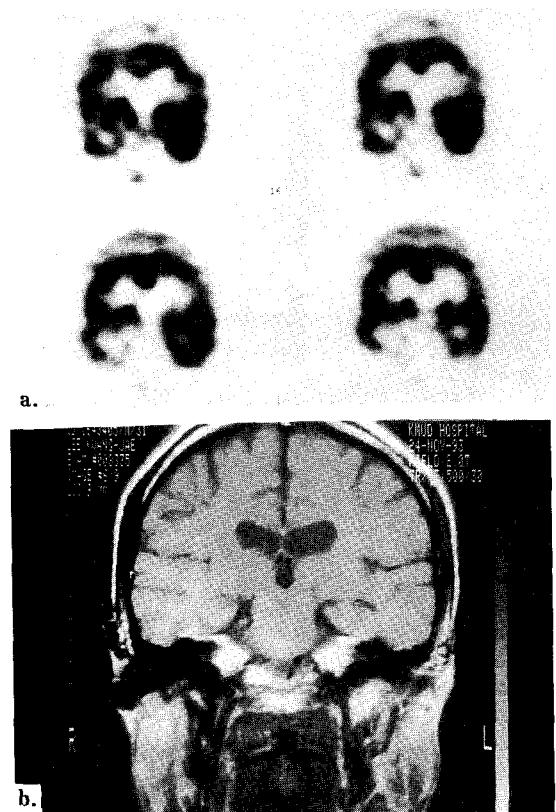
rCBF SPECT(a) and MRI(b) in 19-years-old male showed decreased perfusion to left temporal lobe in interictal rCBF SPECT, but no definite abnormality in T2WI coronal MRI. Surgical outcome after left temporal lobectomy showed class I.
